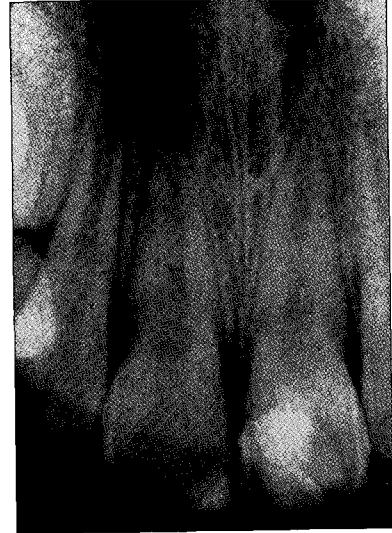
Radiograph after treatment
